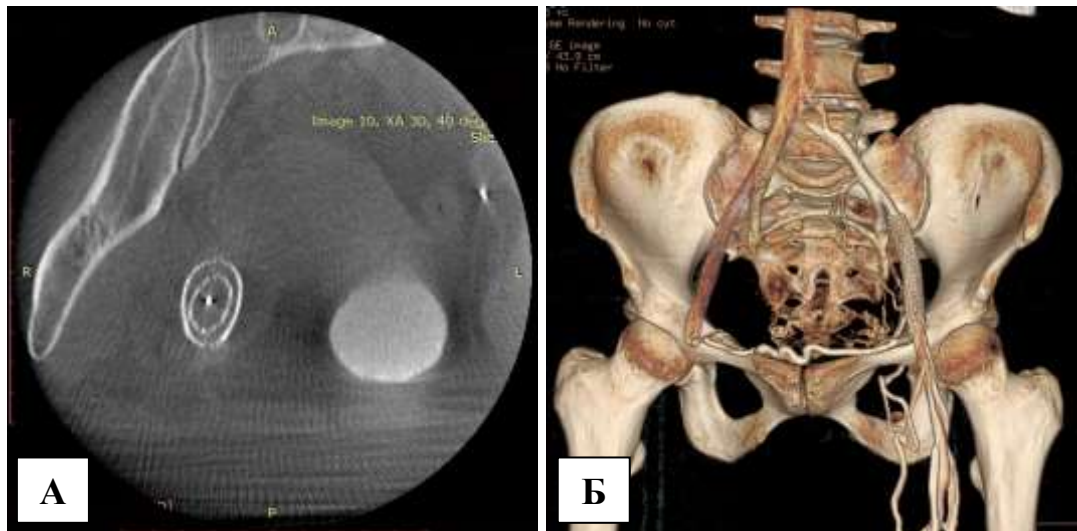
Рестентирование подвздошных вен: А – ротационная рентгенограмма повторно стентированных подвздошных вен в аксиальной проекции с визуализацией стента в стенте; Б – компьютерная томограмма пациентки с СМТ. Дистальные зоны обструкции визуализируется ранее установленный функционирующий стент НарПВ. Наличие надлобковой коллатерали на фоне проходимого стента НарПВ свидетельствует о сохранении препятствия свободному оттоку венозной крови в виде экстравазальной компрессии ОПВ.
